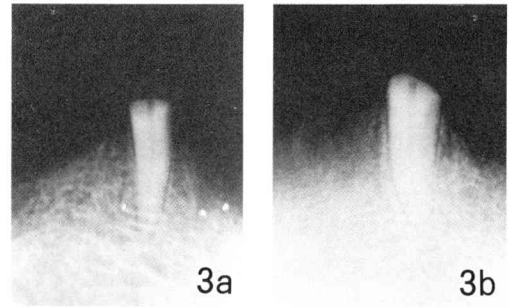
Radiographs of right (a) and left (b) amputated cuspids 9 weeks after root submergence. The height of alveolar crest was less than in the preoperative stage.
